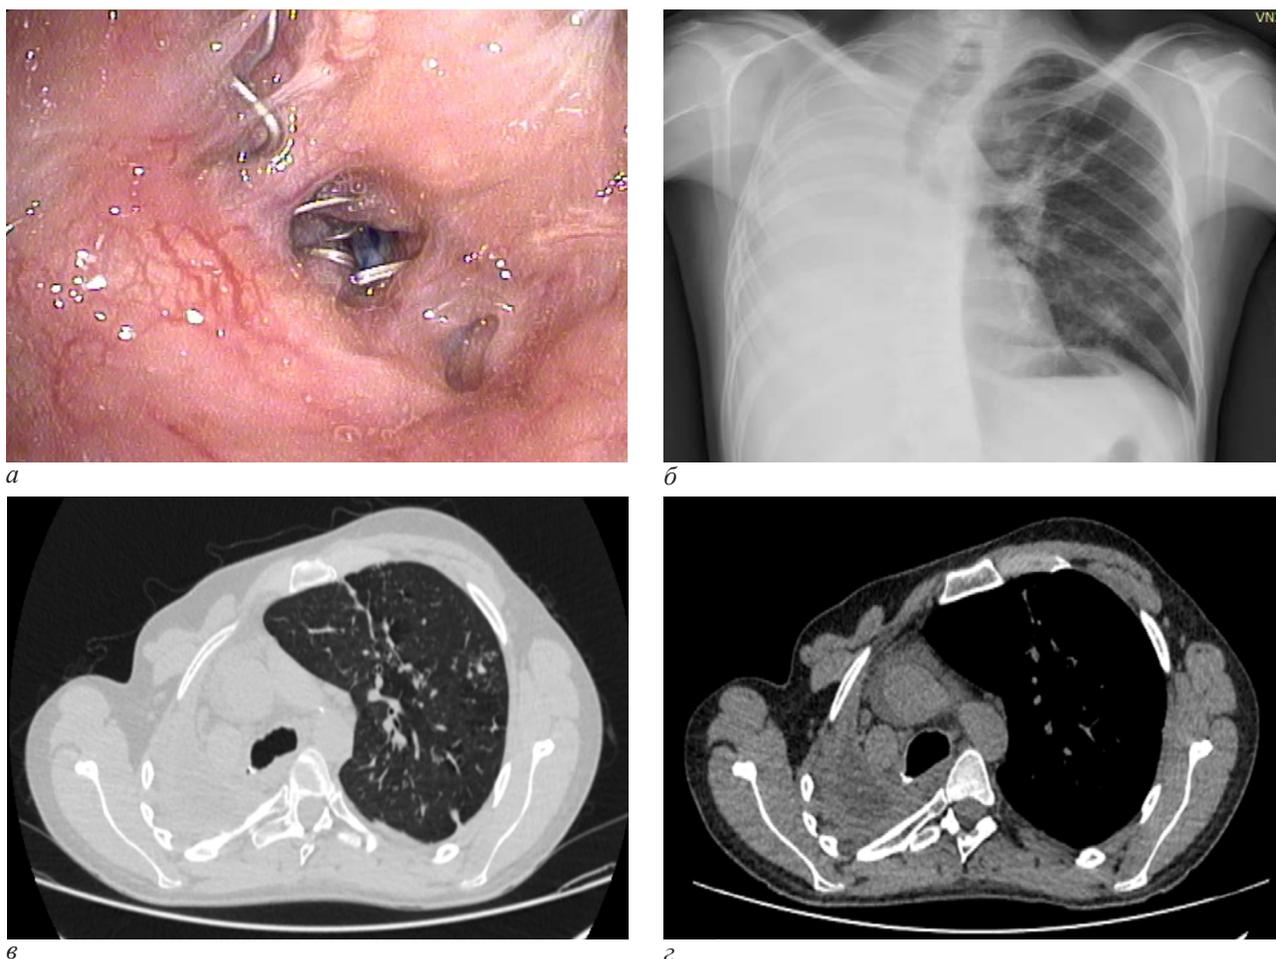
Эндофотограмма несостоятельности культи правого главного бронха без признаков БПС (а); рентгенограмма ОГК через 28 дней после операции (б); СКТ ОГК через 6 месяцев после операции (в-г)
